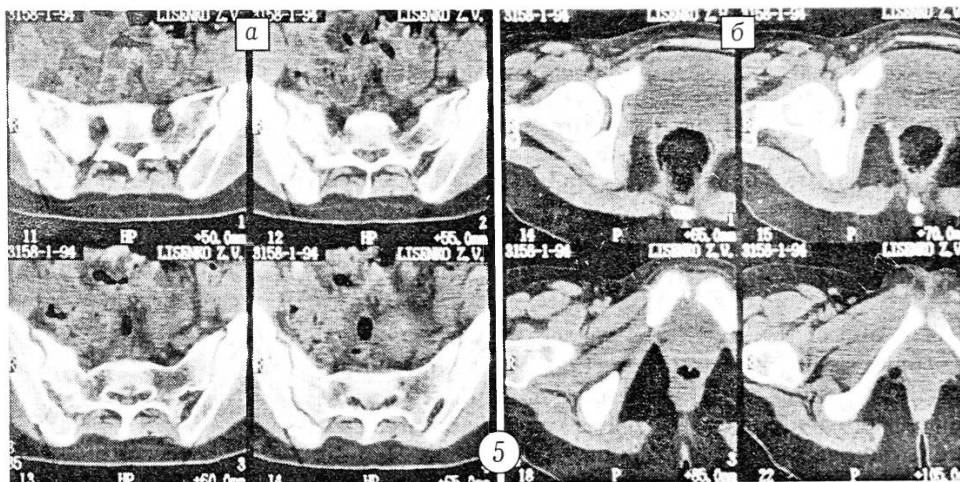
Компьютерные томограммы больной Л.
